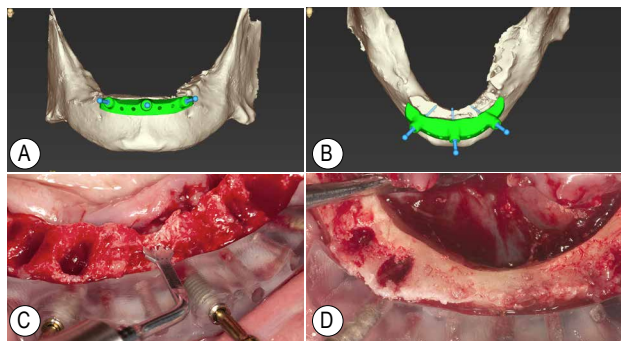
基础导板辅助下的截骨 A、B: 分别为种植方案设计中的截骨平面; C: 基础导板引导下使用超声骨刀进行截骨操作; D: 截骨完成后的殆面观
